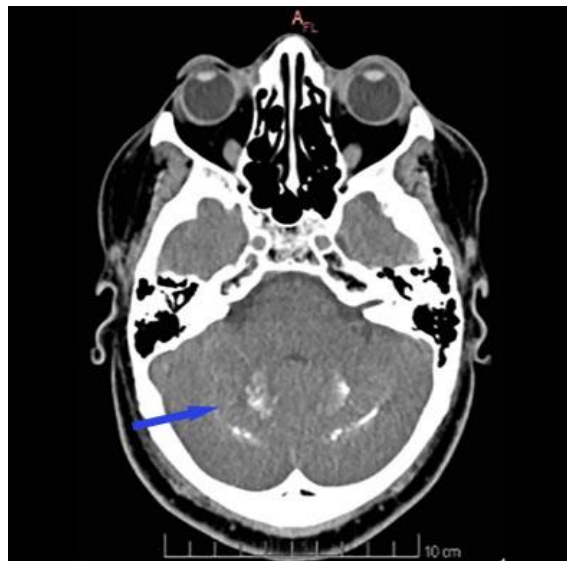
Tomografía computarizada de cráneo en corte axial: se observó calcificaciones cerebelosas bilaterales en proyección de las tonsilas y el lóbulo biventre (ver flecha azul).
